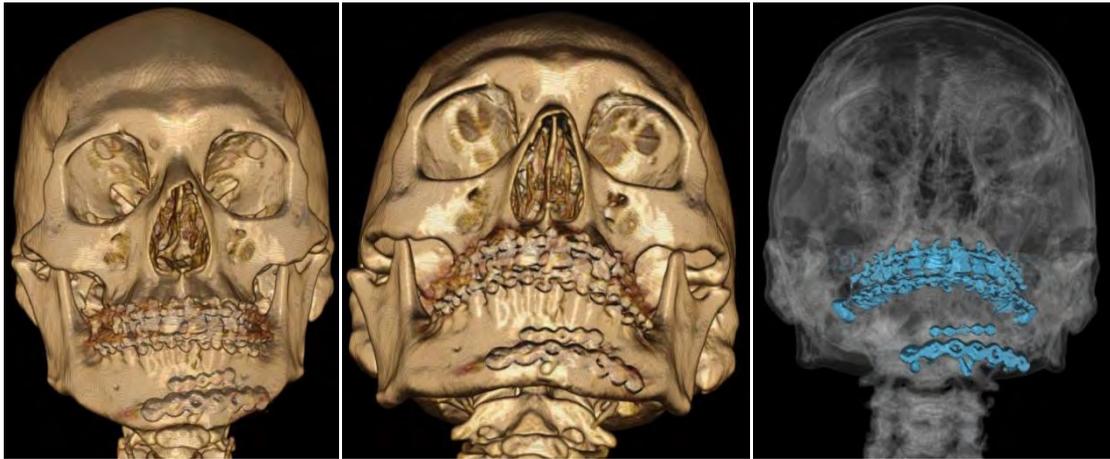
Tomografía de control que demuestra la correcta posición del material de osteosíntesis.
